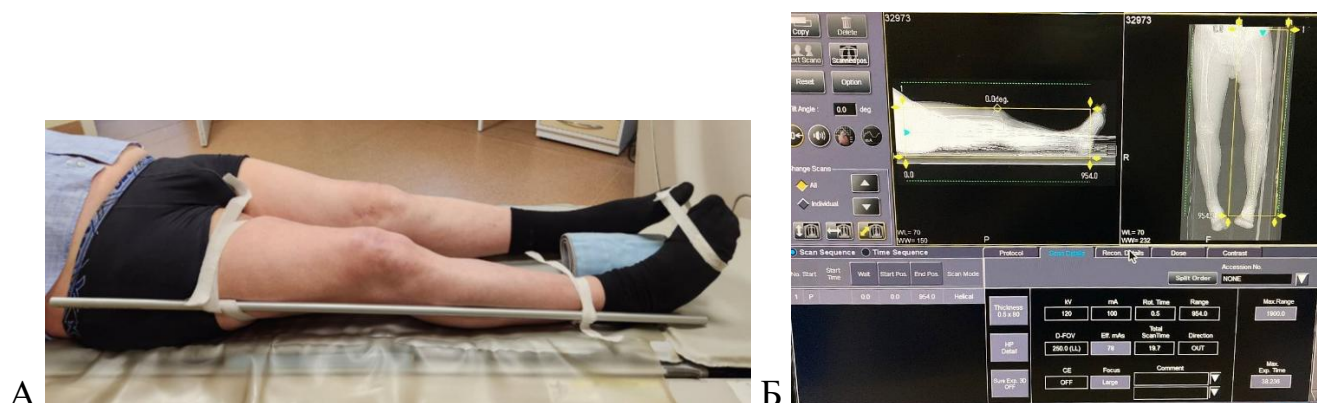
КТ-исследование: А – положение пациента; Б – вид монитора томографа с данными
